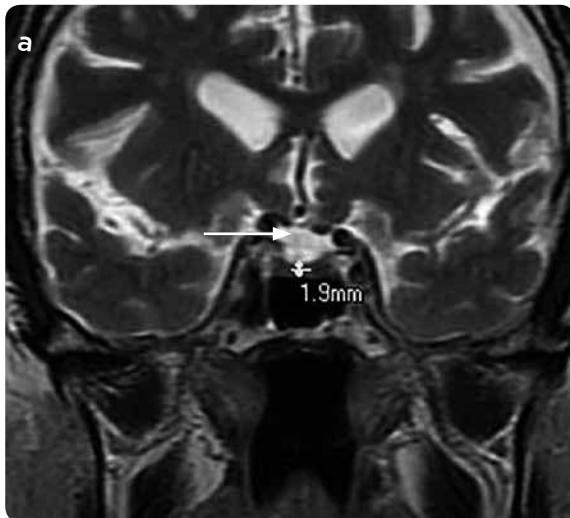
a) RM cerebral potenciada en T2, coronal, b) RM cerebral potenciada en T1, sagital, de un hombre de 78 años que evidencia STV completa (altura de la hipófisis < 2 mm) y espacio selar reemplazado por LCR de alta señal e importantes cambios de atrofia cortical (flechas).
